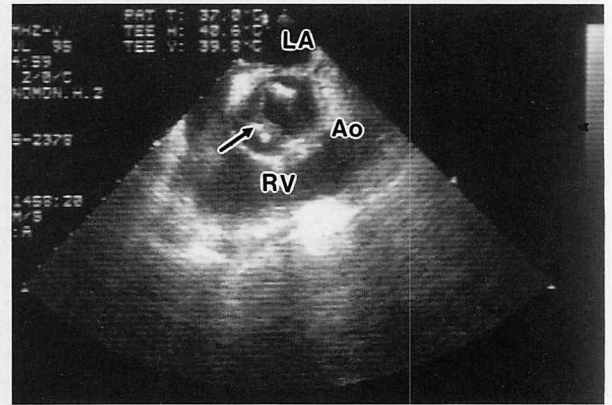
Transesophageal echocardiogram, short-axis view, of a bicuspid aortic valve in a patient with infective endocarditis. Image of the orifice of a calcified bicuspid aortic valve (arrow) resembled the ringed echo seen in a patient with an aneurysm. Abbreviations as in Figs. 1, 2.
